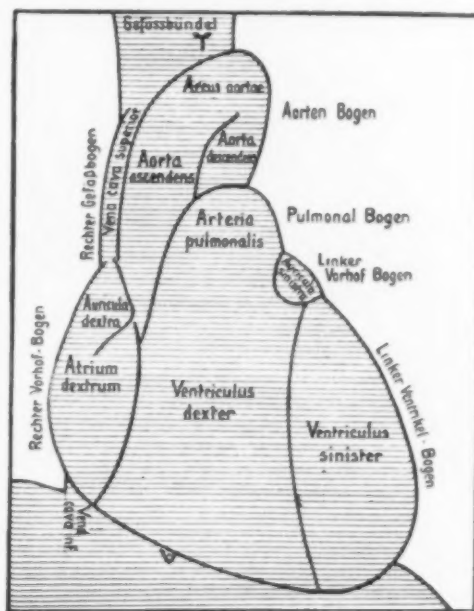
Aus Groedel „Die Röntgendiagnostik der Herz- und Gefäßerkrankungen“. H. Meuser, Berlin 1912.
